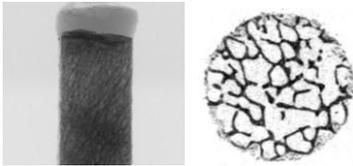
Micro-images (Lt: x-ray transmission image, Rt: Cross-section image)
